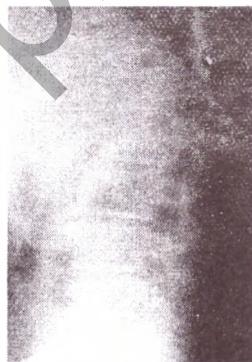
Рентгенограмма пациента Л. до операции
